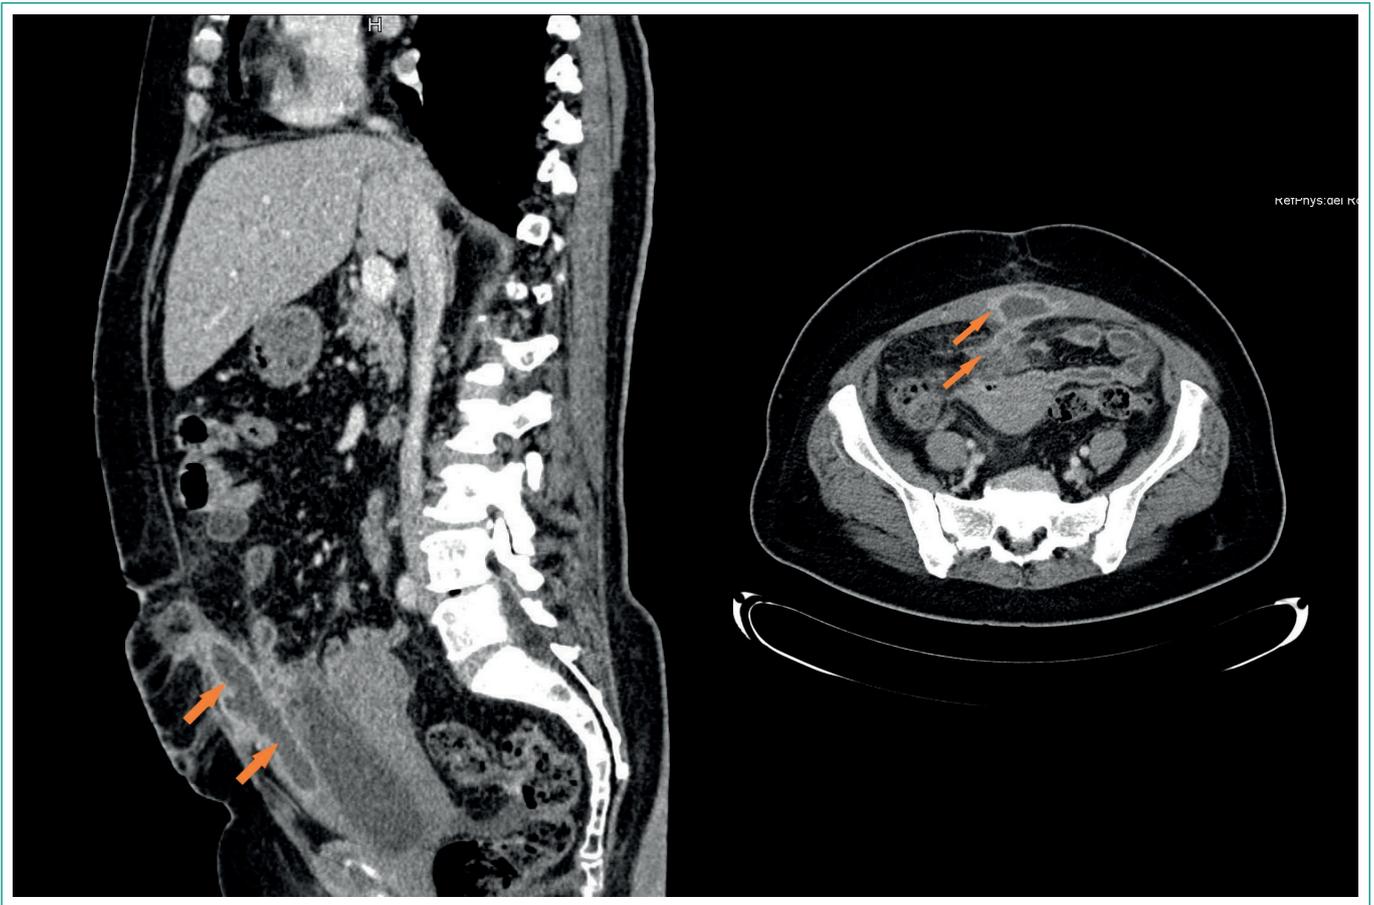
Izquierda, corte sagital de la TC observándose colección polilobulada en pared abdominal anterior. A la derecha, corte transversal de la TC mostrando dicha colección.
